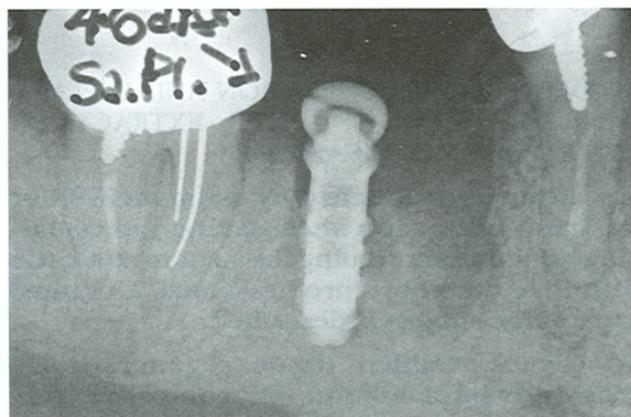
Radiografia postoperatoria.
